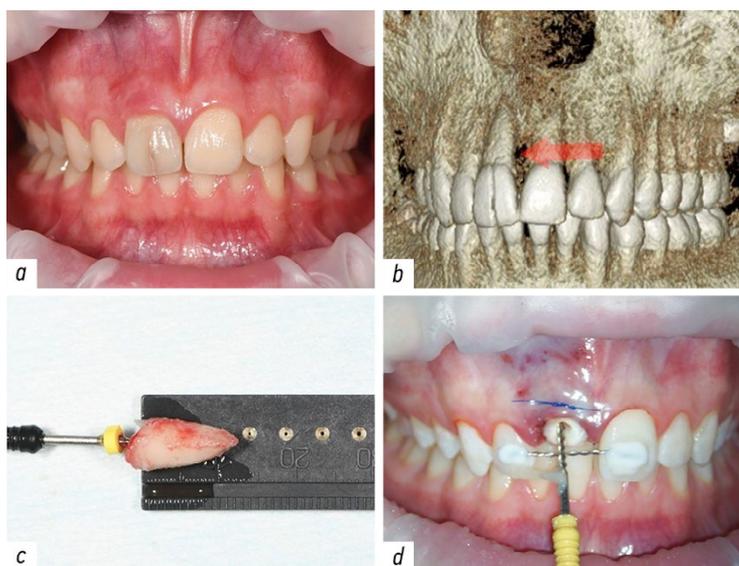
Коронково-корневой перелом зуба 1.1 пациента В., мужского пола, 12 лет, в процессе коррекции. *a* — вид зубных рядов спереди в привычной окклюзии, в зубе 1.1 видна трещина (указана стрелкой); *b* — линия перелома зуба 1.1 на реформате конусно-лучевой компьютерной томограммы (стрелка); *c* — удалённый корень зуба 1.1 длиной 12 мм, видимых повреждений не имеет; *d* — позиционирование реплантированного корня зуба в трёх плоскостях с применением К-файла.
